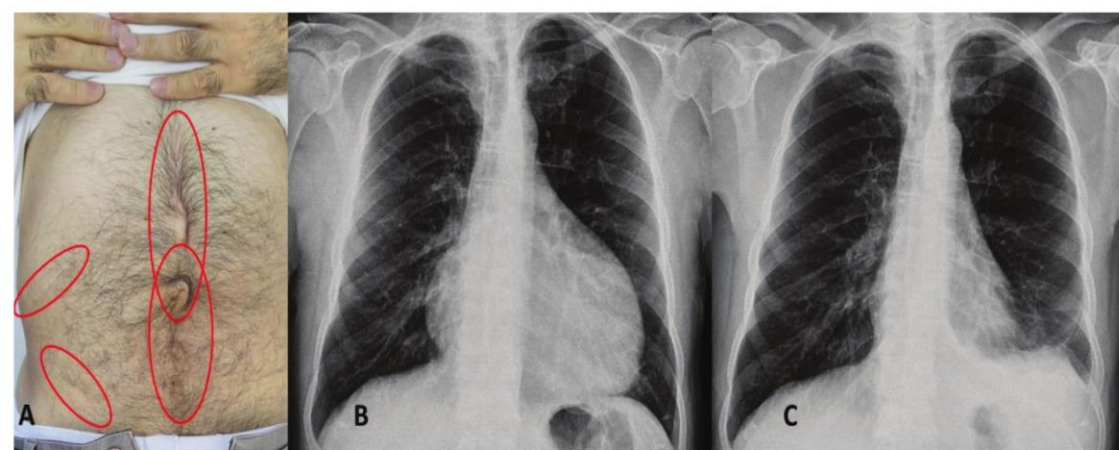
(A) A patient with scars from multiple abdominal surgeries, (B) chest X-ray showing massive pericardial effusion, (C) chest X-ray of the same patient after treatment with anakinra.
